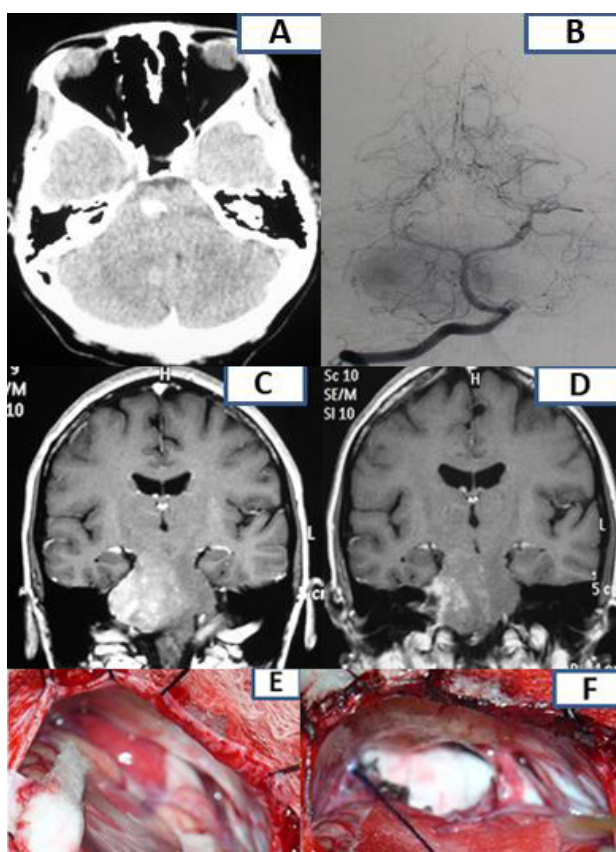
Caso ilustrativo. Hemangioblastoma celular protuberancial. A) TAC preoperatoria, corte axial evidenciando sangrado en la protuberancia. B) Angiografía, corte coronal mostrando el tumor vascularizado. C) RM T1 con Gadolinio preoperatoria, corte coronal. D) RM T1 con gadolinio postoperatoria, corte coronal. E) imagen intraoperatoria. F) imagen final de la resección.
